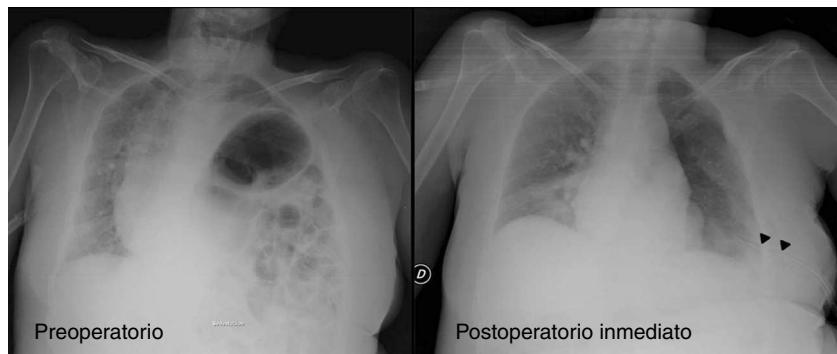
Se muestra la radiografía postero-anterior de tórax correspondiente al preoperatorio y postoperatorio inmediato de una plicatura diafragmática (paciente de 60 años con antecedentes de poliomielitis, tetraparesia y eventración diafragmática izquierda sintomática). Observe el desplazamiento del mediastino y la compresión de ambos pulmones y el hemidiafragma opuesto debido a la eventración del hemidiafragma izquierdo. Las puntas de flecha señalan el drenaje pleural postoperatorio.
